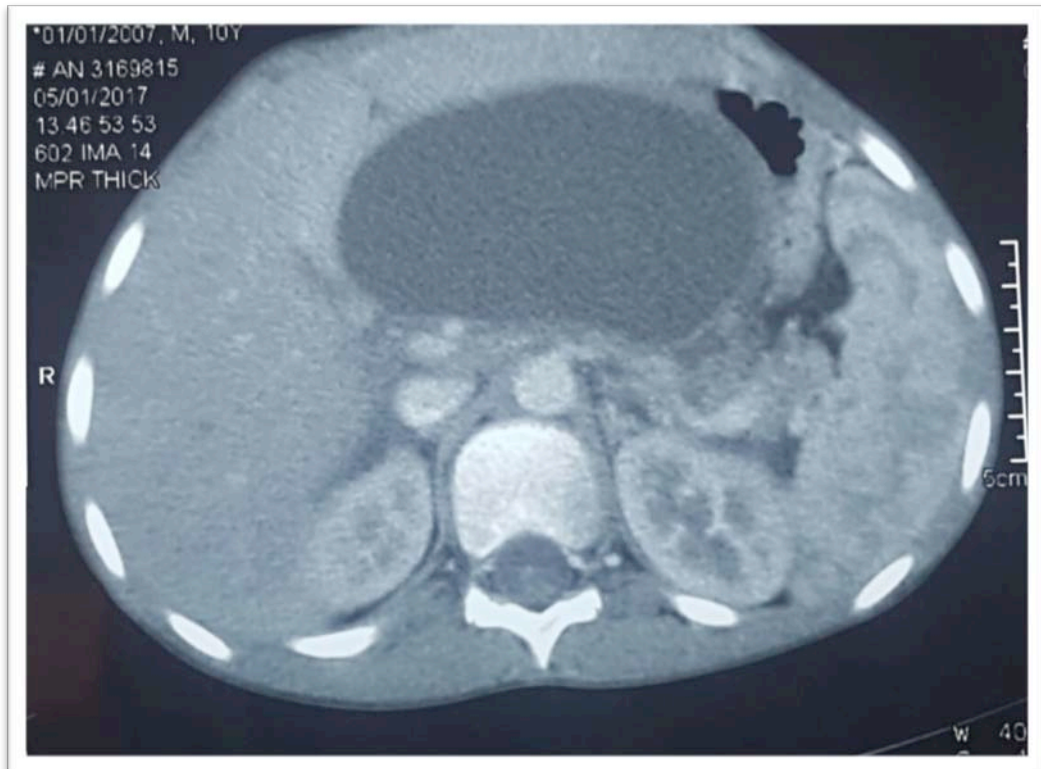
TDM abdominale objectivant un PKP mesurant 100 x 55,5 mm
